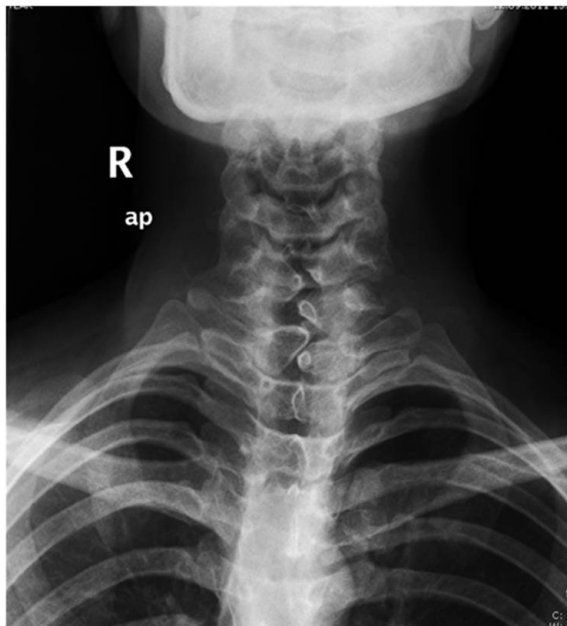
Cervical radiography shows defective fusion of posterior bony elements at C6, C7 and T1.
